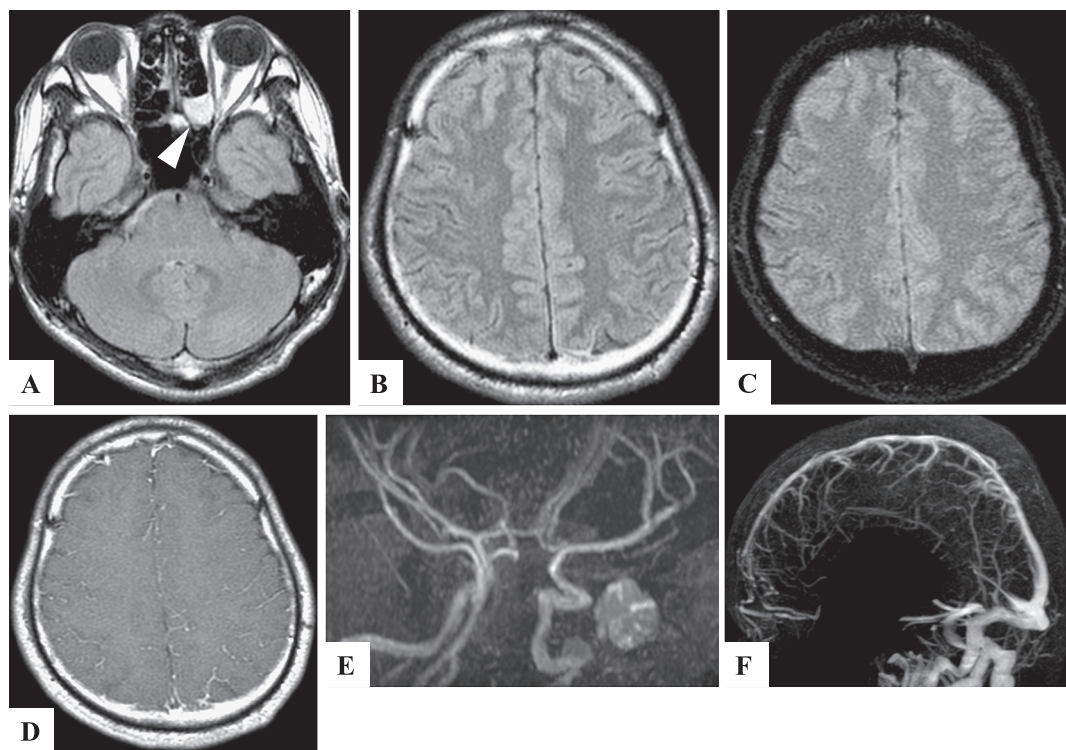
Brain MR imaging, angiography, and venography.
